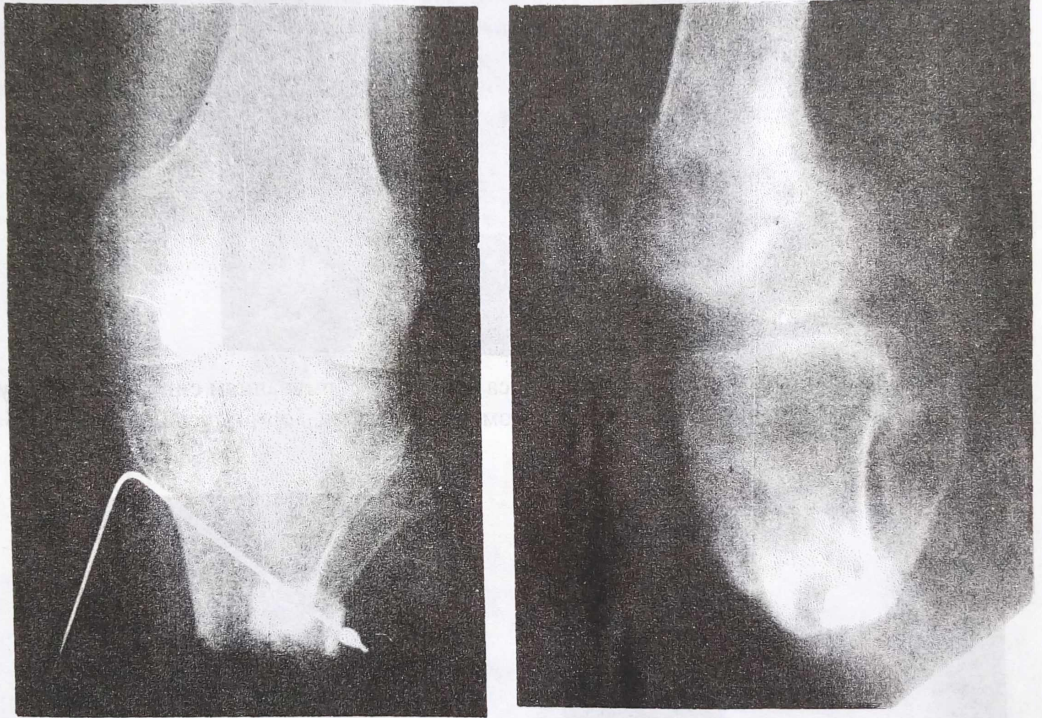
Фото рентгенограм. Реампутація кукси гомілки з синостозуванням кісток кільцем з кінцевого відділу великогомілкової кістки. А - зразу після операції; Б - через 1,5 року після операції.
